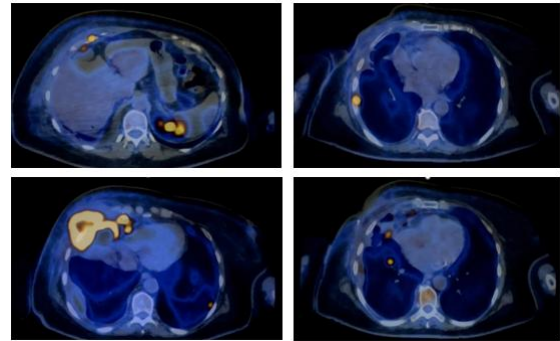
Tomografía por emisión de positrones (PET CT), zonas hipermetabólicas descritas, imágenes propias.
